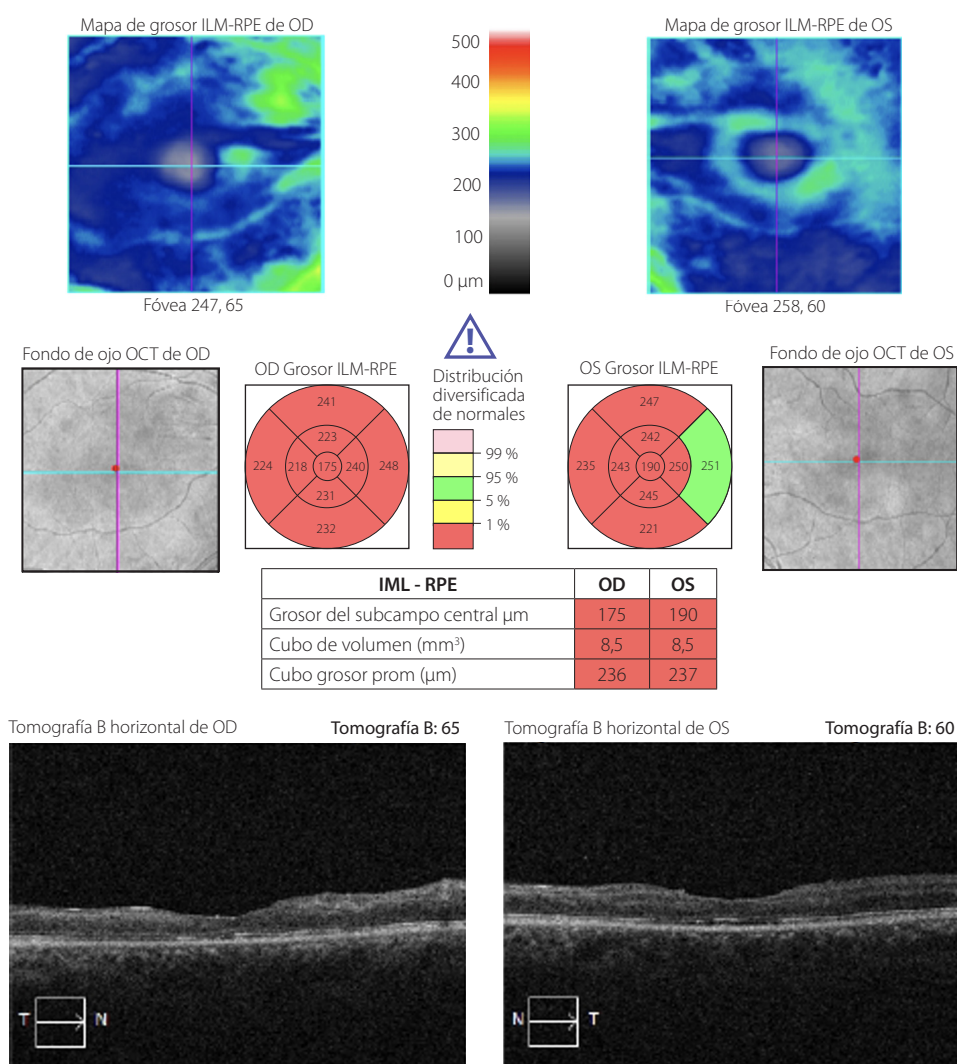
OCT Macular de ambos ojos. Tomografía de coherencia óptica en ambos ojos, la cual evidenció una atrofia macular marcada, con un grosor macular central de 175 μm y 190 μm , respectivamente.
